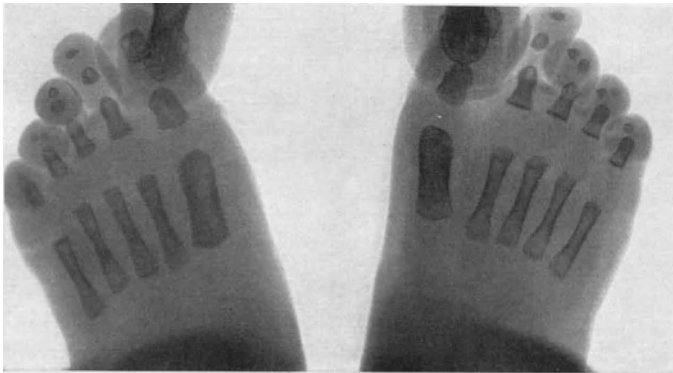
Röntgenbild (Aufsicht) der Füße des Swöchigen Säuglings. Die Strahlen sind rechts, wo die Supinationskontraktur des Vorfußes besteht, genau so geradeaus gerichtet wie links.
